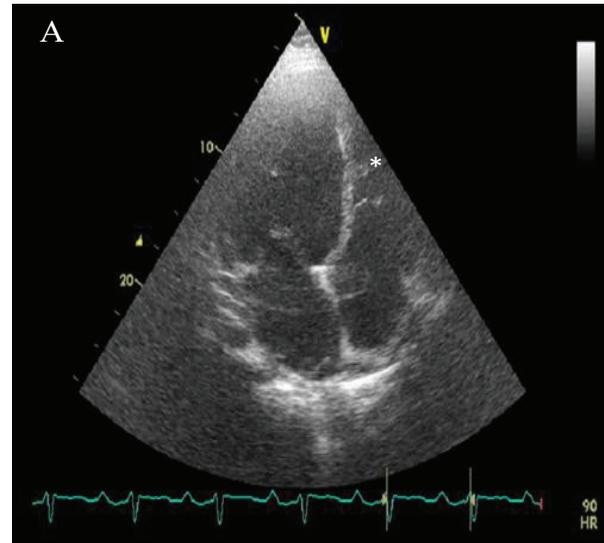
Ecocardiograma transtorácico. A: vista apical de 4 cámaras. B: vista paraesternal en eje corto
